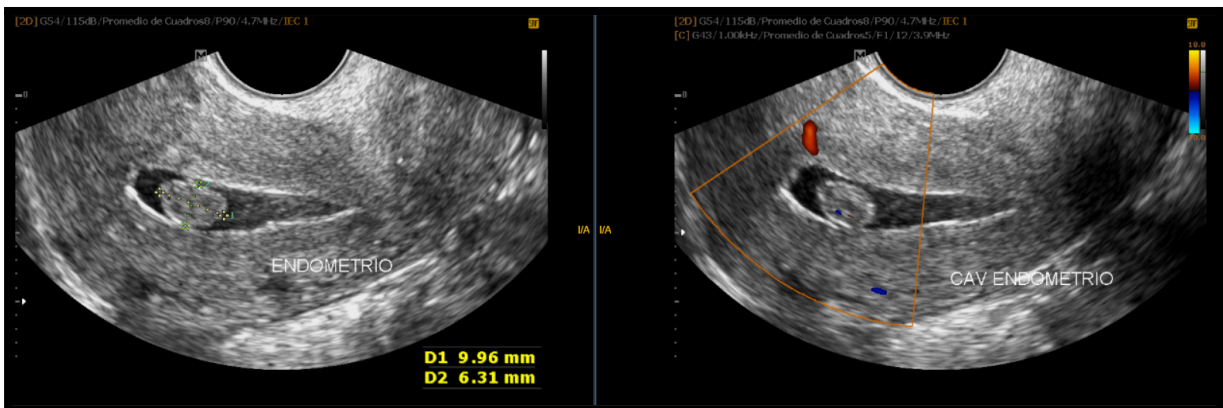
Paciente de 34 años con antecedentes de miomectomía, presenta ecografía tv donde se informan miomas múltiples e imagen sugestiva de pólipo. Se realiza histerosonografía donde se visualiza imagen de aspecto polipoide, que presenta un pedículo vascularizado al aplicar Doppler color, la cual mide 9.9mm x 6.3mm de diámetro. Se realiza histeroscopia posterior y los resultados de anatomía patológica arrojan Leiomioma submucoso uterino.
